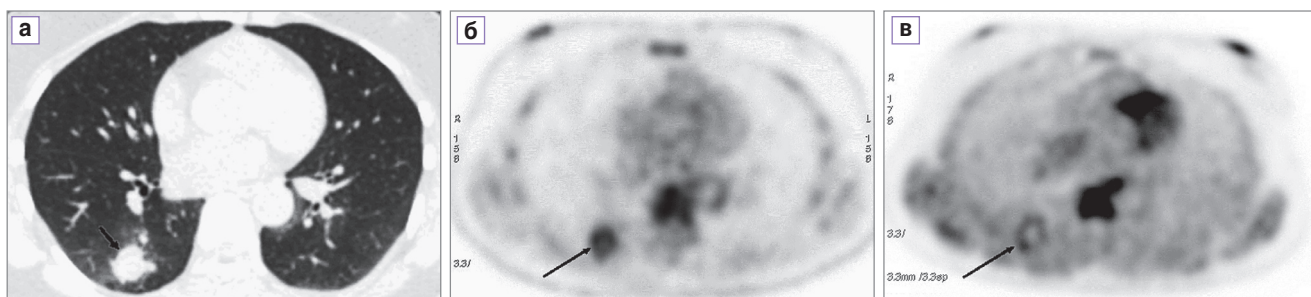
При МСКТ (а) в области S6 правого легкого определяется округлое плотное образование (указано стрелкой) размерами 1,9×2,1×1,9 см, имеющее неоднородную структуру за счет обызвествления периферических отделов. Вокруг образования наблюдаются признаки усиления легочного рисунка преимущественно за счет интерстициального компонента. При ПЭТ с ¹⁸F-ФДГ (б) в проекции образования в сегменте S6 правого легкого визуализируется очаг патологической гиперфиксации РФП (указано стрелкой) кольцевидной формы (в центре имеется зона аметаболизма) с уровнем SUV=3,3. При ПЭТ с ¹¹C-метионином (в) в проекции образования в сегменте S6 правого легкого визуализируется очаг патологической гиперфиксации РФП (указано стрелкой) кольцевидной формы (в центре имеется зона аметаболизма) с уровнем SUV=1,6
